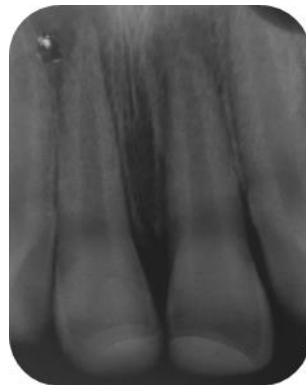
Exame radiográfico periapical mostrando o aspecto inicial da lesão. 15/08/2016.
